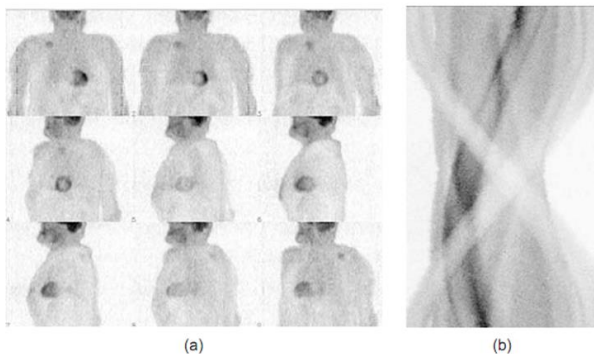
Date brute PET organizate ca proiecții (a) și ca o sinogramă (b).
